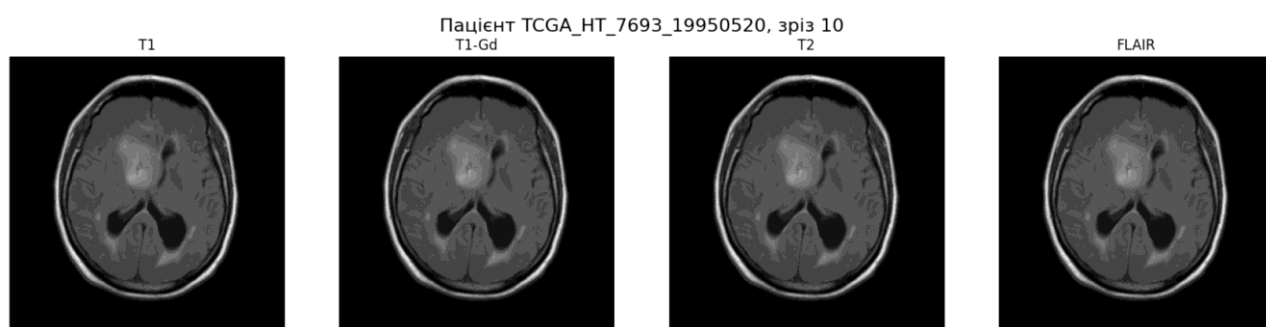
Візуалізація одного і того ж МРТ-зрізу мозку пацієнта TCGA_HT_7693 у чотирьох різних модальностях: T1, T1-Gd, T2 та FLAIR. Кожна модальність забезпечує унікальну інформацію про структуру тканин і патологічні зміни.
